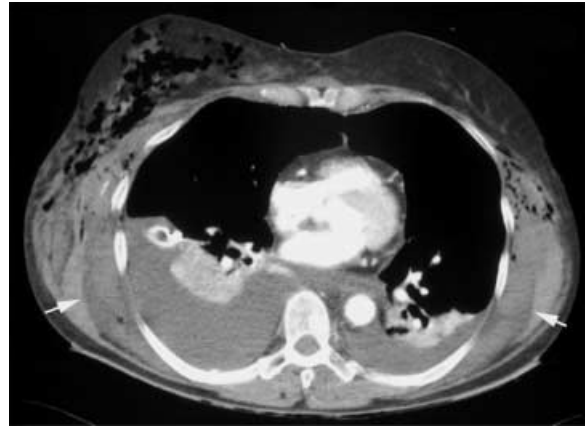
Thoraxtrauma mit bilateralem Hämatothorax, ausgedehntem Thoraxwandhämatom und zusätzlichem Thoraxwandemphysem. Das CT-Schnittbild verdeutlicht die Überlegenheit der CT. Während die Thoraxübersicht neben dem Thoraxwandemphysem lediglich eine Verbreiterung des Weichteilmantels zeigen würde (vgl. Abb. 13.1), erlaubt die CT durch die bessere Dichteauflösung die Differenzierung der Thoraxwandstrukturen in Fettgewebe, Muskulatur, Hämatom (Pfeile) und Emphysem. Das Schnittbild demonstriert zugleich die Überlegenheit der CT beim Nachweis und der Quantifizierung eines Pleuraergusses oder -hämatoms. Trotz der erheblichen Flüssigkeitsmengen würde die Thoraxübersicht im Liegen hauptsächlich eine Transparenzminderung zeigen, jedoch allenfalls rechtsseitig einen ergussbedingten lateral rippenständigen Begleitschatten
